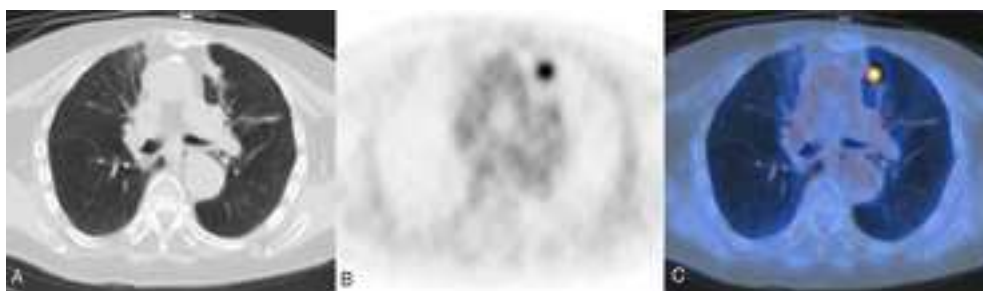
(A) Immagine TC; (B) Immagine PET; (C) Immagine combinata PET/TC.
